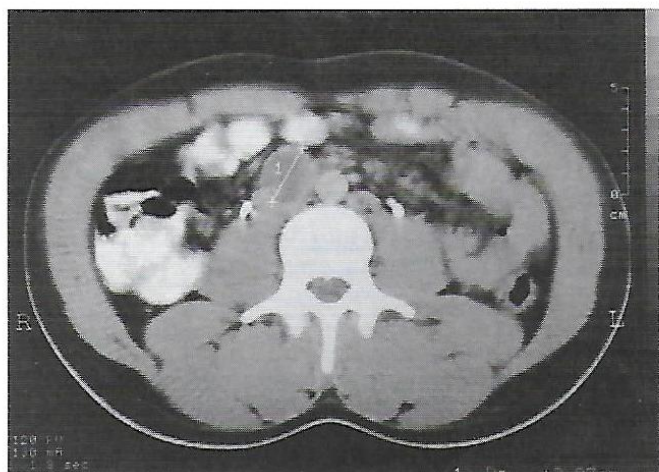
TAC- ADENOPATIA INTER-AORTO-CAVA COM CERCA DE 3CM DE DIÂMETRO.
